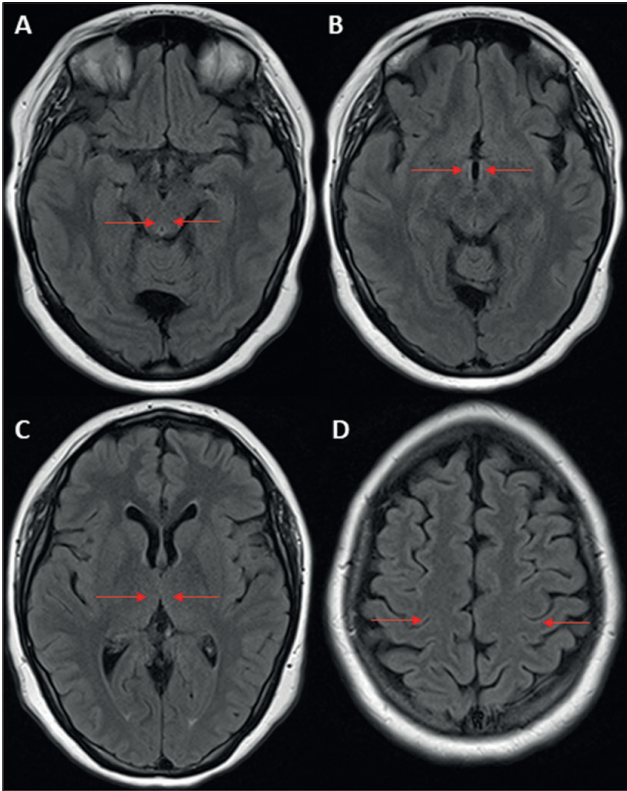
Resonancia magnética cerebral en fase FLAIR axial. Se observa señal simétrica (flechas) en área mesencefálica periacueductal (A), cuerpos mamilares (B), los tálamos periventriculares (C) y la corteza perirrolándica (D).
